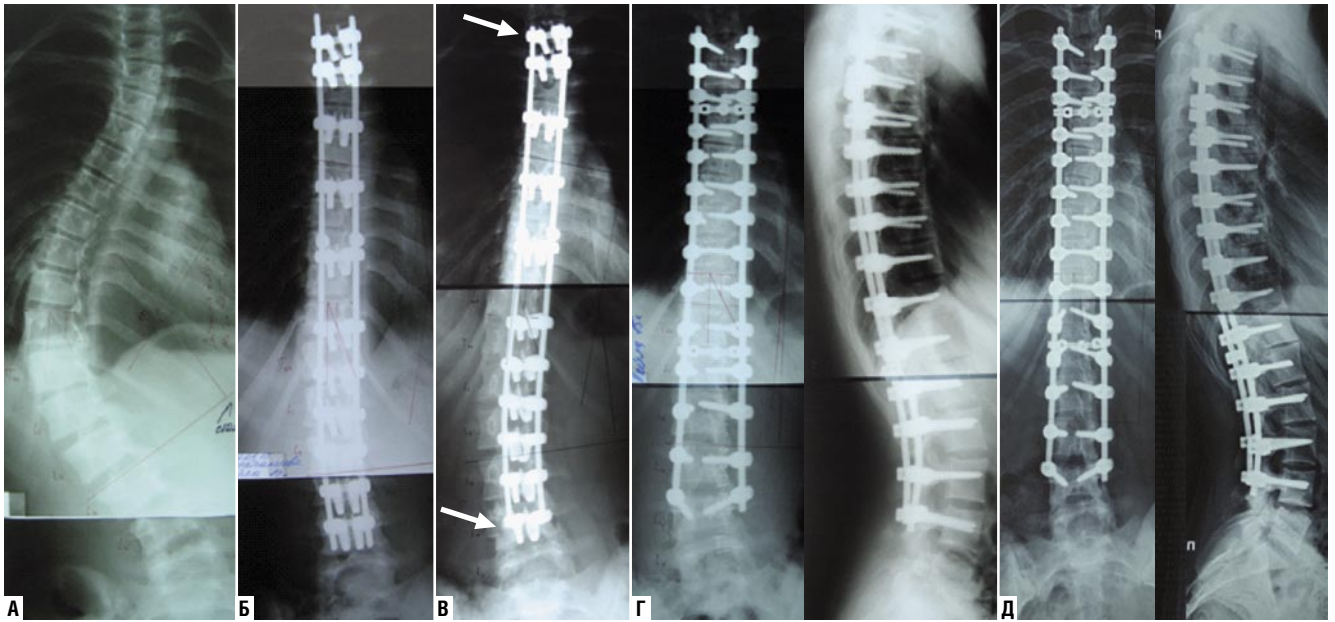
Результат хирургического лечения пациентки 12 лет с AIS IAN по Ленке с углом деформации 69° . А — рентгенография позвоночника в прямой проекции до операции. Б — рентгенография позвоночника после установки растущей конструкции LSZ. Угол остаточной деформации 13° . В — через 3 года на повторном осмотре по данным рентгенографии позвоночника отмечается укорочение проксимальных и дистальных концов пластины за счет увеличения расстояния между проксимальными и дистальными точками крепления крючков к пластине, что свидетельствует о росте позвоночника (красные стрелки) Угол остаточной деформации 18° . Г — рентгенография позвоночника в 2-х проекциях после замены растущей конструкции LSZ на транспедикулярную систему. Угол кобб остаточной деформации 5° . Д — рентгенография позвоночника в 2-х проекциях на контрольном осмотре через 4 года после 2-ой операции. Угол деформации 4° .
